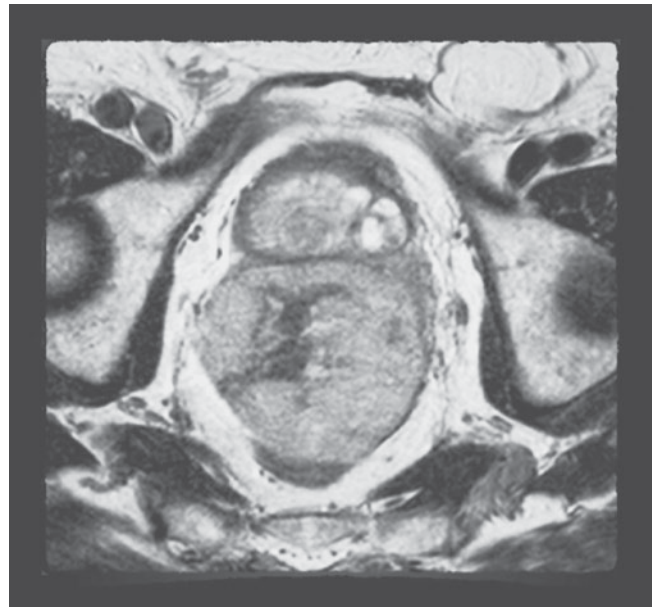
Хворий Д., МРТ. Гіперінтенсивне утворення периферичної ділянки з центральною зоною фіброзу
